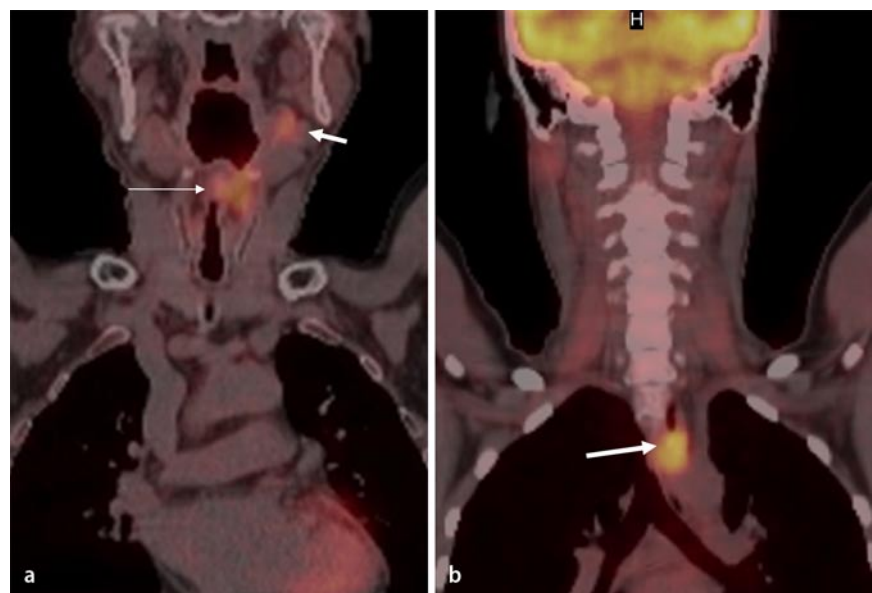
▲ a, b Die koronaren Bilder einer PET-CT-Untersuchung, die im Rahmen des präoperativen Stagings eines ausgedehnten Larynxkarzinoms durchgeführt wurden, zeigen den supraglottischen Tumor (a, langer Pfeil) mit Ausbreitung in das Krikoarytenoidgelenk und mit einer ipsilateralen Lymphknotenmetastase (a, kurzer Pfeil). Als Zufallsbefund wurde ein hypermetabolischer Fokus im thorakalen Ösophagus gefunden (b, Pfeil). Die anschließend erfolgte endoskopische Biopsie bestätigte den Zweitumor im Ösophagus
